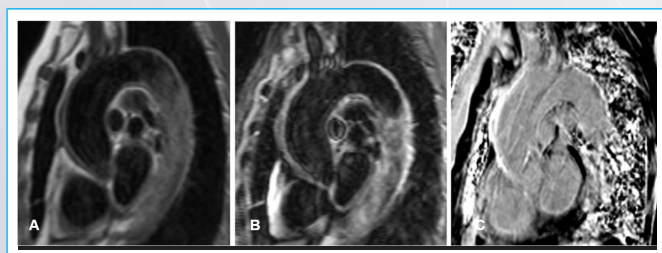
Resonancia Magnética Cardíaca con gadolinio A) Secuencia T1 que evidencia pared aórtica isointensa, B) Secuencia T2 que evidencia pared aórtica hiperintensa, hallazgo compatible con la presencia de edema, C) Secuencia que evidencia realce tardío de gadolinio en la pared engrosada.
